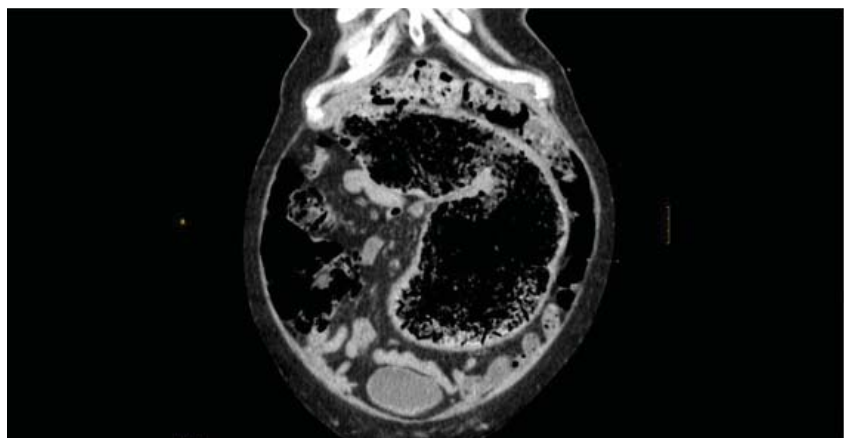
Corte coronal de TC abdominal sin contraste, en el que se aprecia fecaloma rectosigmoideo en su extensión cráneo-caudal.
